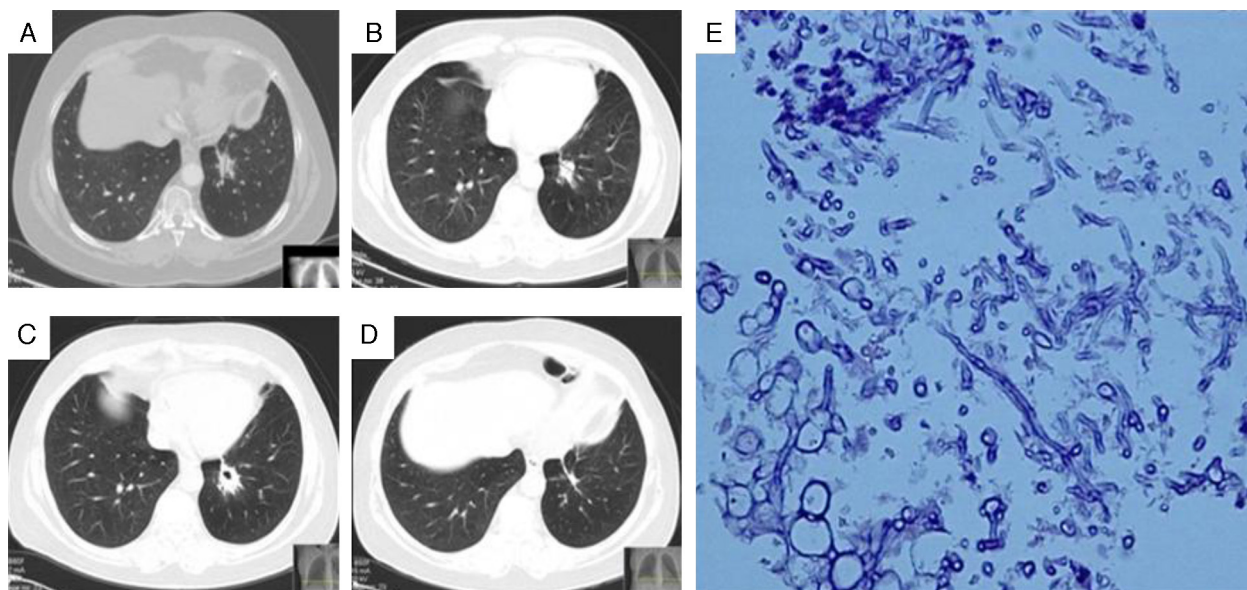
A) TAC torácico durante el diagnóstico, que muestra un nódulo en el lóbulo inferior izquierdo; B) TAC torácico 2 meses después de iniciar tratamiento con voriconazol, que muestra la reducción del tamaño del nódulo; C) TAC torácico durante el tratamiento con itraconazol, que revela el crecimiento y la cavitación del nódulo. D) TAC torácico practicada 7 meses después del tratamiento con voriconazol, que muestra cambios fibróticos residuales. E) Biopsia del nódulo, que muestra infiltración de células mononucleares y estructuras fúngicas identificadas como *Aspergillus fumigatus*.
